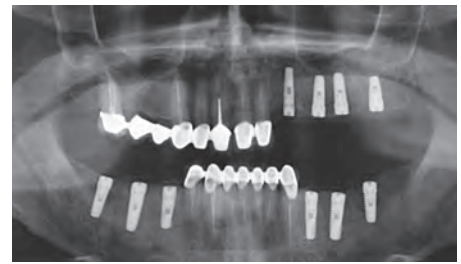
Ортопантомограмма больного К. через 4 мес после операции синуслифтинга с одновременной установкой имплантатов. 2 группа
